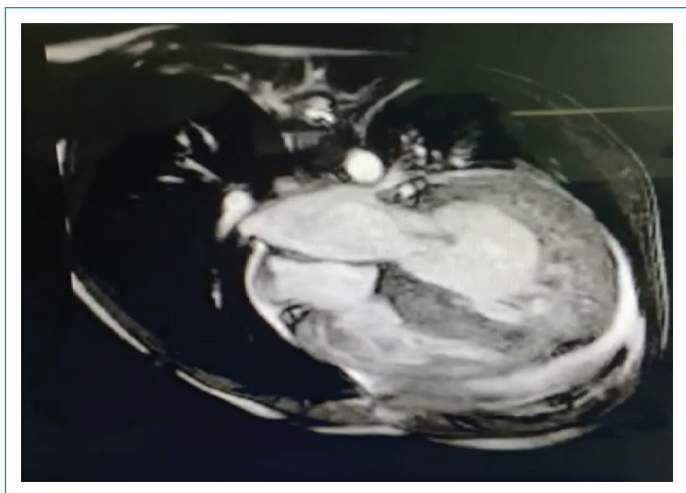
Resonancia Magnética cardíaca con gadolinio
